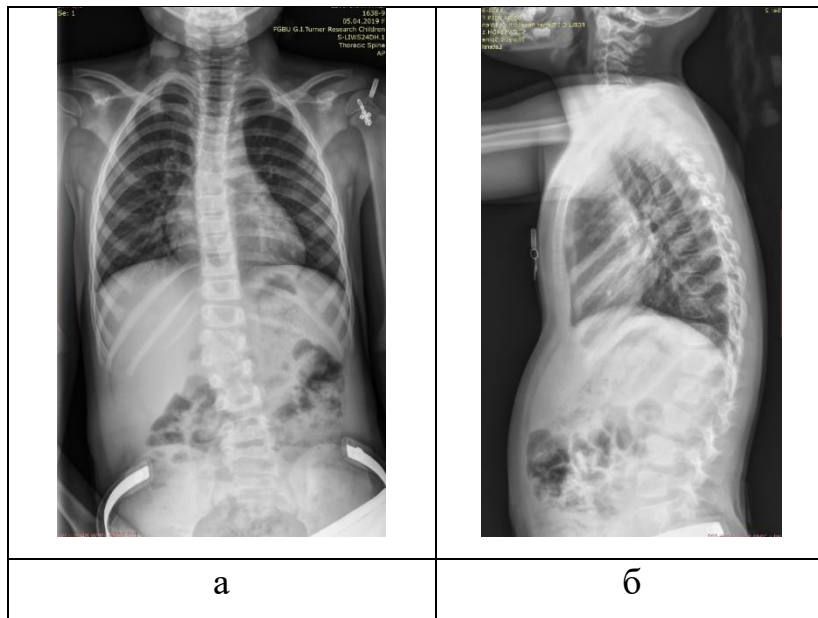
Рентгенограммы позвоночника пациентки Л., 4 года 2 месяца перед операцией: а – прямая проекция, б – боковая проекция
